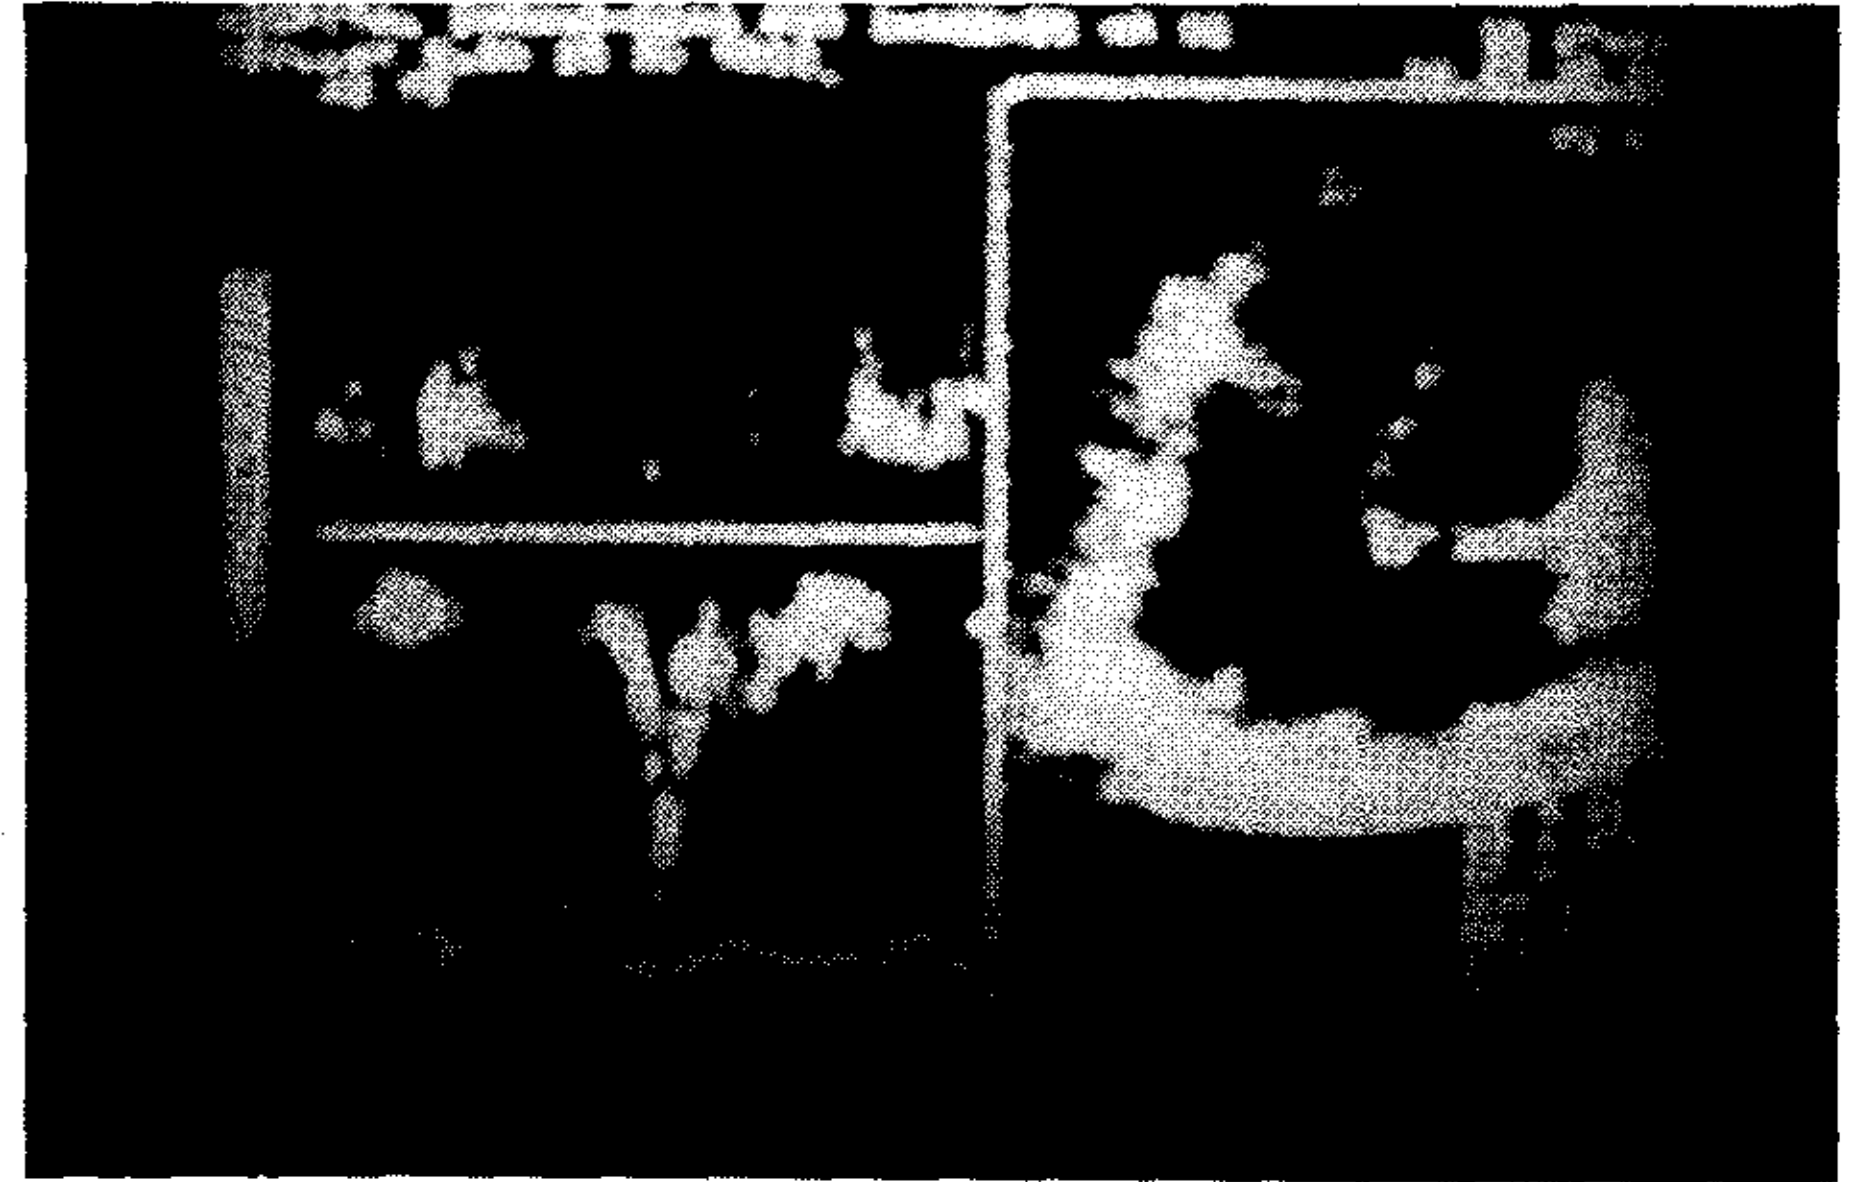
Doppler modo pulsado: se observa en sístole una señal de flujo de baja velocidad máxima (0,65 m/seg) en AD en la mitad distal al plano valvular tricuspídeo, cuando se esperaría un flujo turbulento de alta velocidad que produciría *aliasing*.
